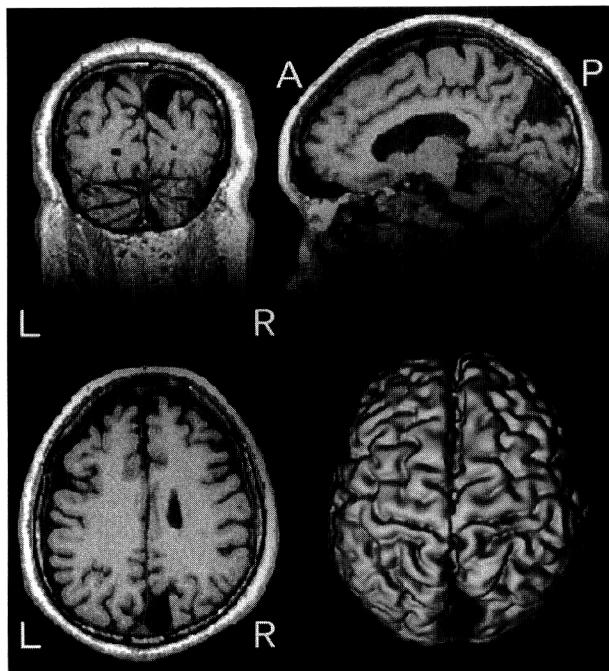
部分視野立体視障害症例のMRI（T1強調画像）と立体画像。右後頭葉楔部および小脳半球に低信号域の梗塞巣を認めた。
